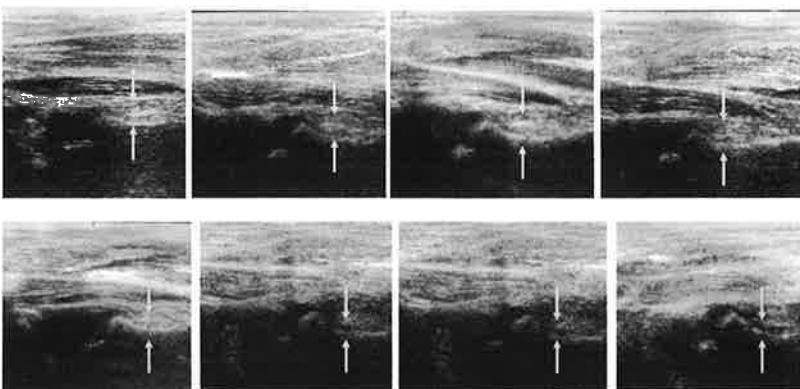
開排牽引中超音波像の経過 a) 1日目 b) 3日目 c) 4日目 d) 5日目 e) 7日目 f) 8日目 g) 9日目 h) 10日目 それぞれのUJS、皮膚から骨頭核までの深さは表2に示す。
